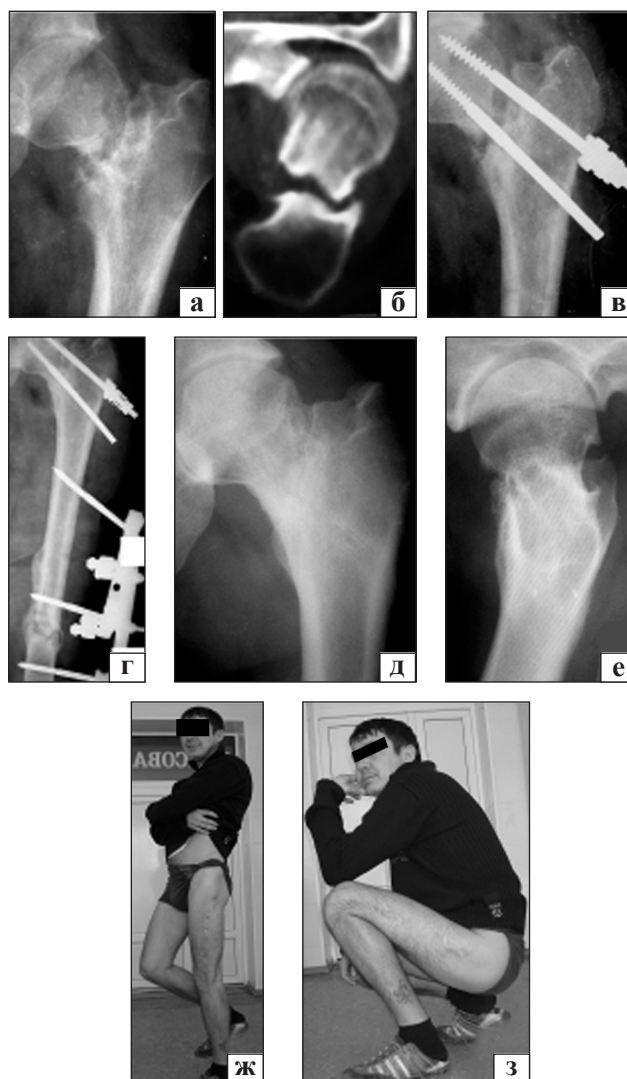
Рентгенограммы и клинический результат больного Д.: а, б) при поступлении в стационар; в) в операционной после установки фиксатора; г) чрескостный остеосинтез диафиза левой бедренной кости; д-з) отдаленный результат через 2 года и 2 мес. после операции
